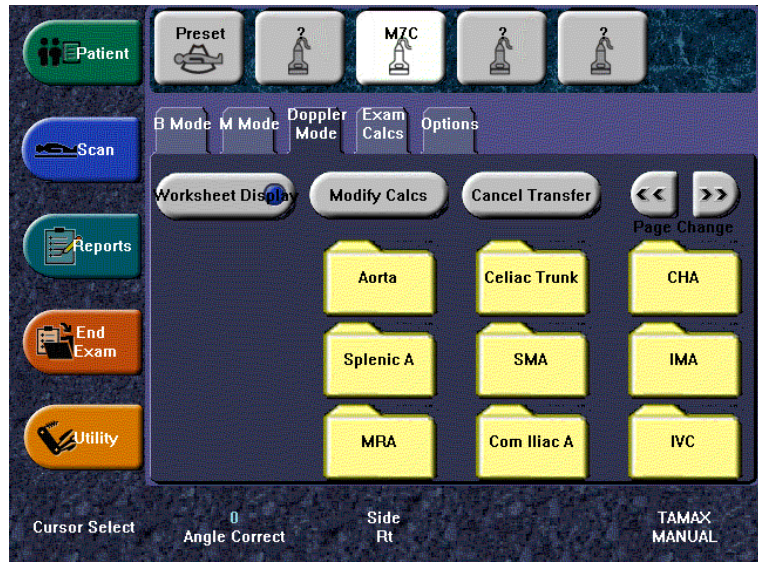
Папка Abdomen Exam Calcs (Doppler Mode)
